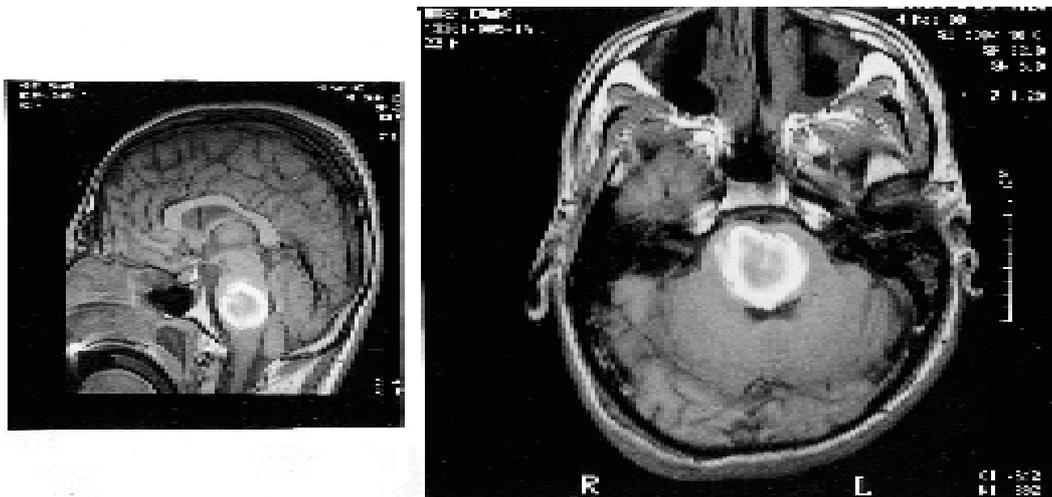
Caso 6. Segunda RM preoperatoria. A las dos semanas del estudio previo, observado en la figura 10, y 12 días después de severa agravación clínica, se observa franco aumento del foco hemorrágico que ahora asoma a la luz del cuarto ventrículo en el corte axial (derecha).
